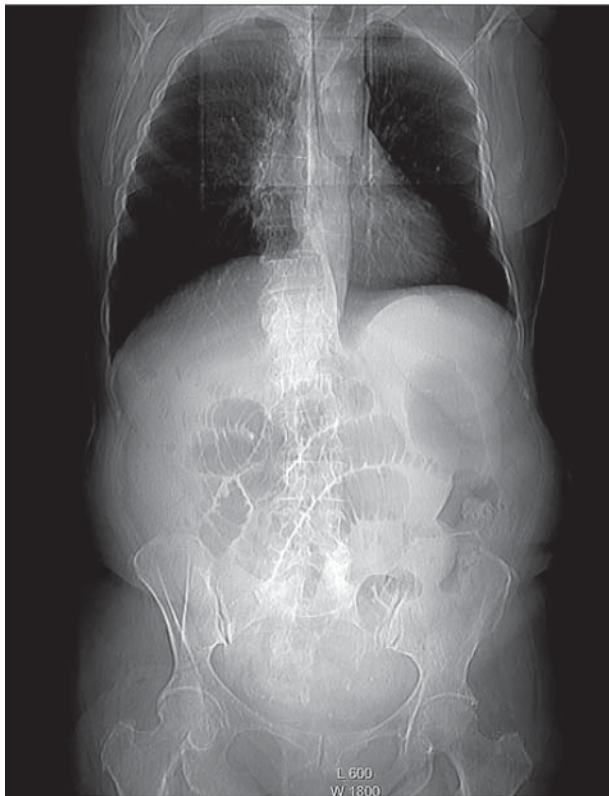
Обзорная рентгенография ОБП. Выраженная пневматизация тонкой кишки
